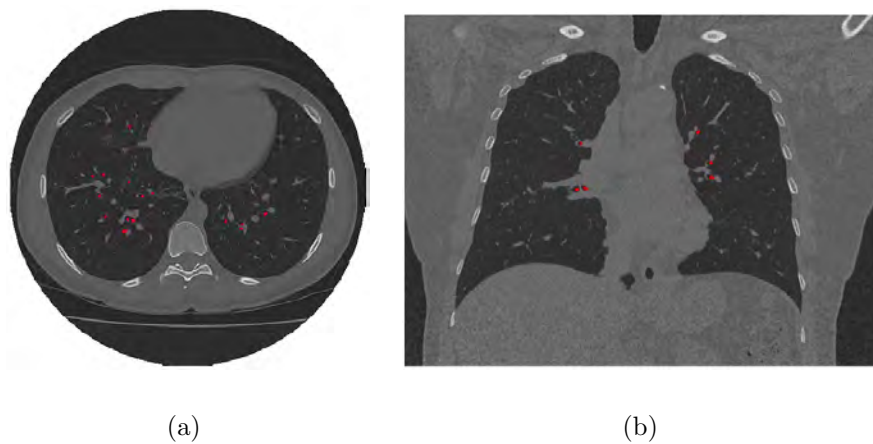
exemplo dos resultados obtidos por Cavalcante (2010) na detecção das vias aéreas, apresentadas em vermelho, em imagens de TC do tórax, sendo a) corte axial e b) corte coronal.
